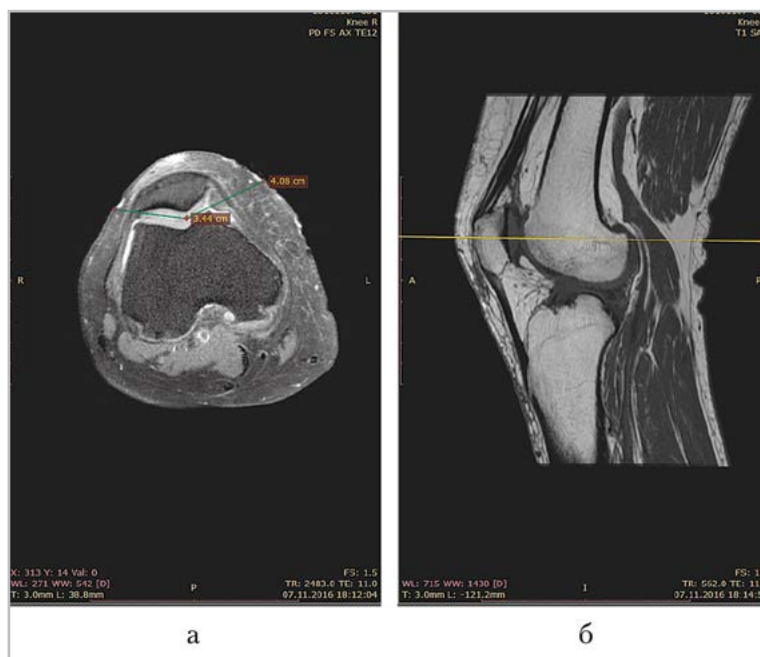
МР-томограммы коленного сустава, сопоставления 2 проекций (аксиальной — *а* и сагиттальной — *б*), с измерением расстояний АВ от поверхности (медиальной и латеральной) до центра пателлофemorального сочленения по аксиальной поверхности
